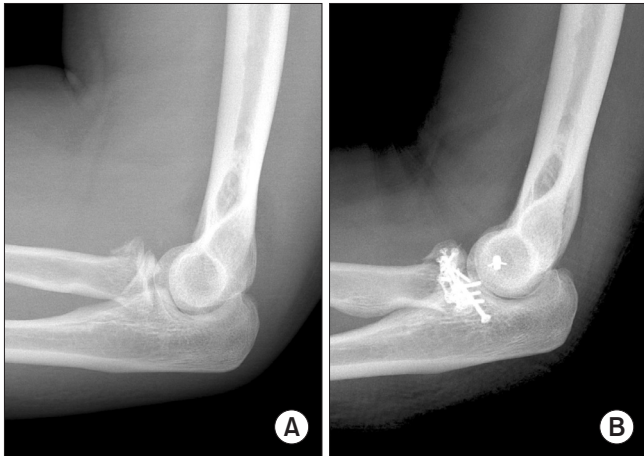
(A) Radial head fracture and coronoid process fracture of the right elbow were shown on plain radiograph. (B) Radial head and coronoid process were fixed with plate and screws.
